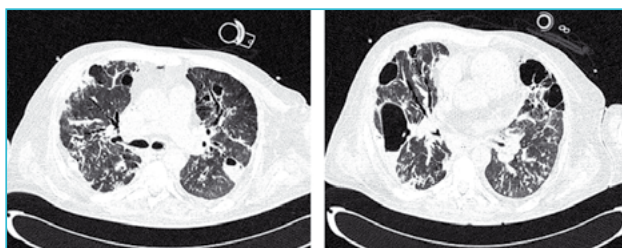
Tomografía axial computarizada de tórax correspondiente al episodio de empeoramiento respiratorio e hipercapnia probable sobreinfección bacteriana (día +15).
